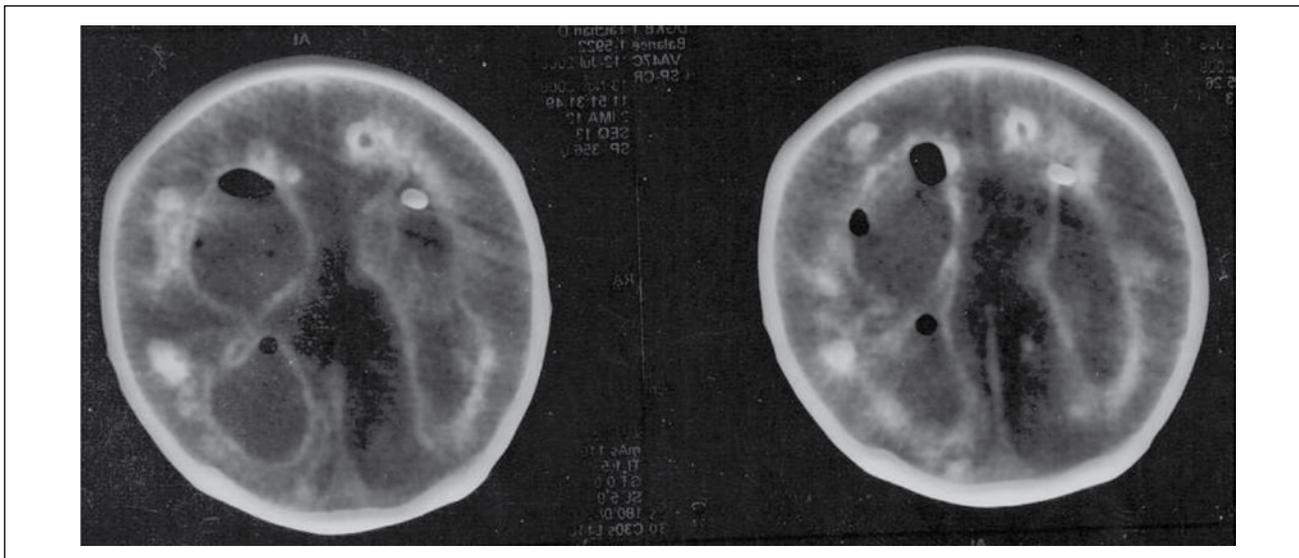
КТ головного мозга у ребенка с разобщенной поликистозной гидроцефалией, осложненной венитрикулитом, на этапе хирургического лечения
